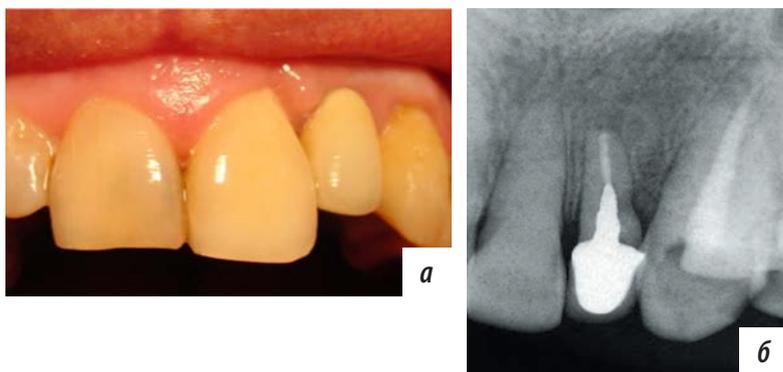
Общий вид и рентгенограмма зуба 2.2 после реплантации пациентки Б. (первый месяц наблюдения): а — общий вид; б — прицельная внутриротовая рентгенограмма после реплантации
